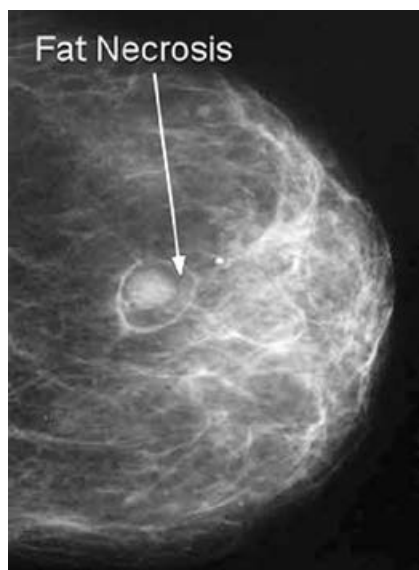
Рентгенологическая картина жирового некроза молочной железы (боковая проекция).
